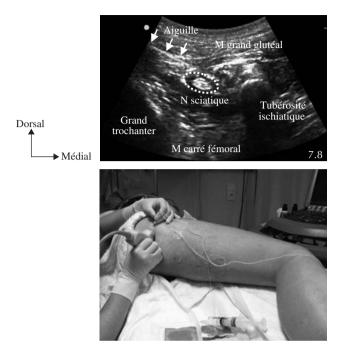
Bloc du nerf sciatique subglutéal sous échographie. Aspect après injection de l'AL et trajet de l'aiguille. N : nerf ; M : muscle.
